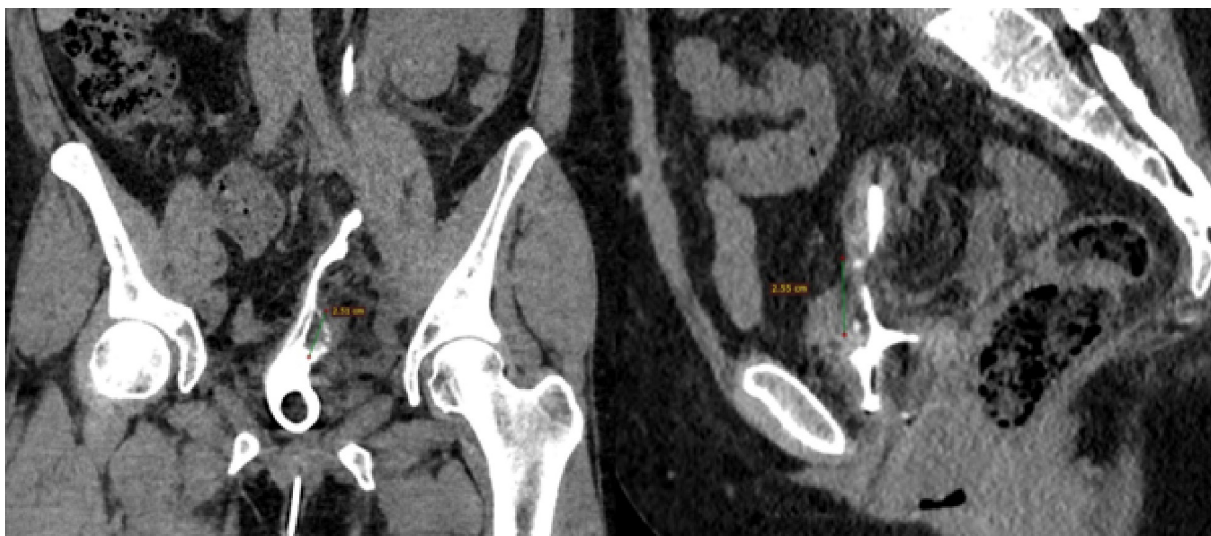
Мочеточничко-вагинальный свищ слева на предоперационной КТ
